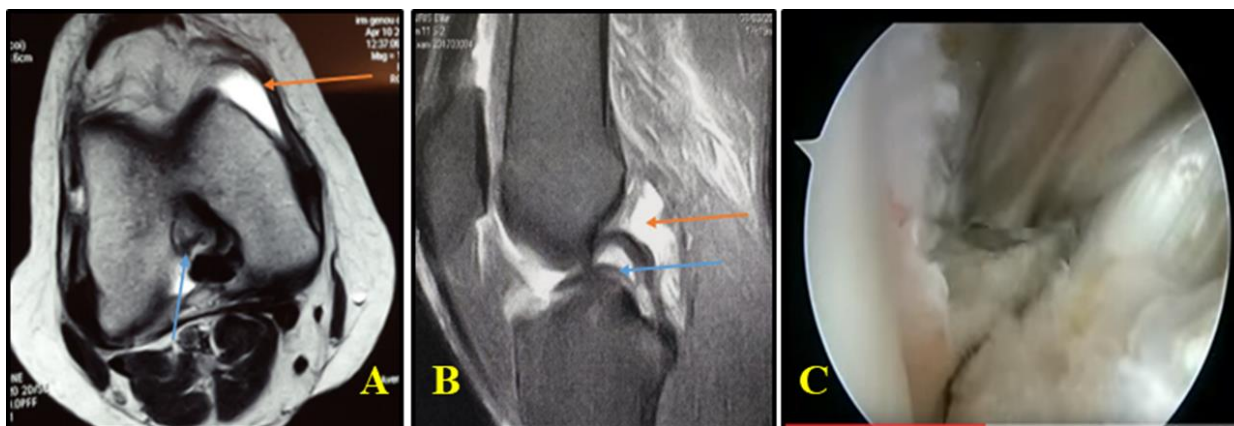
Rupture complète du LCA sur IRM 0.3T: Coupe axiale XBONE 3D sur IRM 0.3T, rupture complète du LCA, avec sa discontinuité (flèche bleue), minime épanchement liquidien artériel (flèche orange) (A). Coupe sagittale pondérée en DP FS sur IRM 0.3T, rupture complète du LCA, avec horizontalisation du fragment distal donnant l'aspect en double LCP (flèche bleue), épanchement artériel (a : flèche orange) (B). Image de l'arthroscopie (C).
